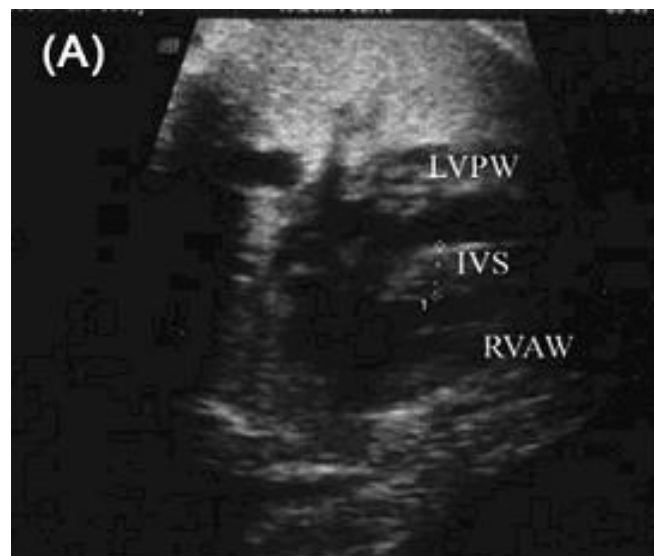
pränatales Echokardiographie-Bild; Markierung: verdicktes Septum interventriculare (IVS) (78)
